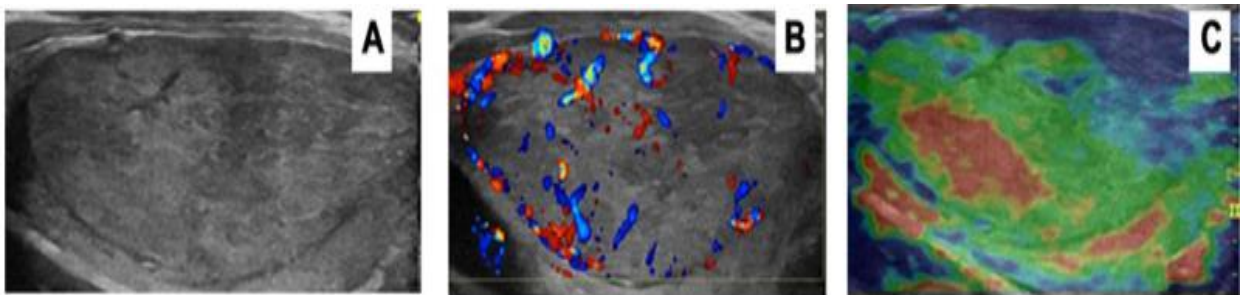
Ultrassonografia da tireoide (A) e elastografia (C)
